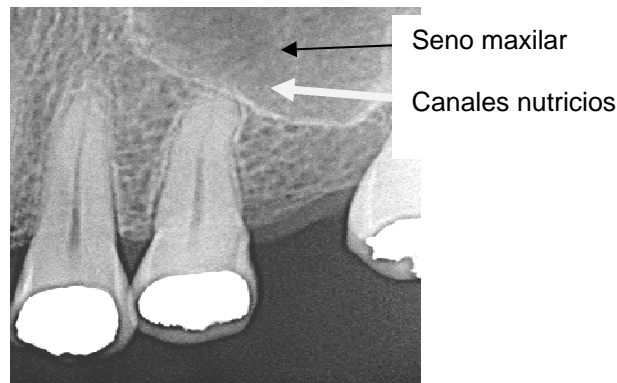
Radiografía de molares superiores
